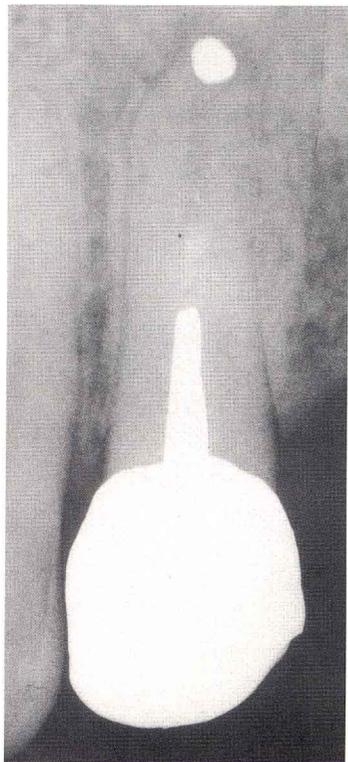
Röntgenbild nach 3 Monaten
